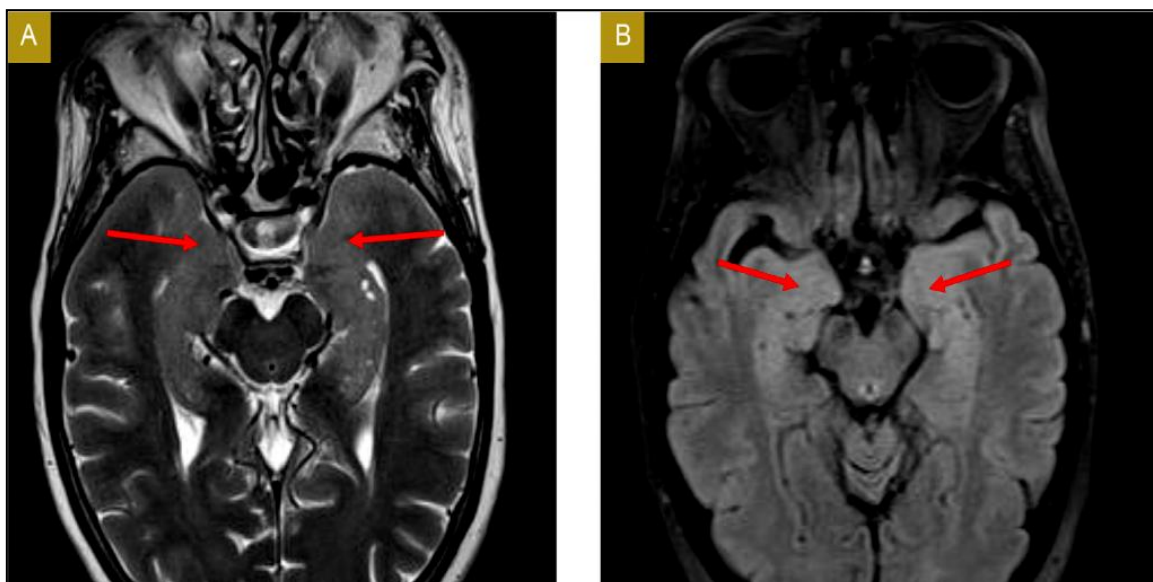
IRM d'une encéphalite limbique (Sellami et al.).
